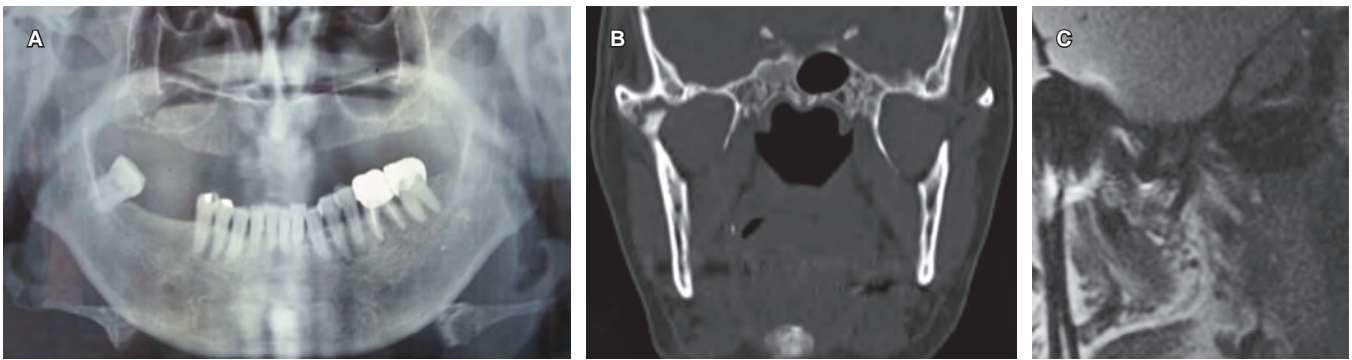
Estudios de imagen donde se identifica la anquilosis de articulación temporomandibular derecha. A) Ortopantomografía. B) Tomografía. C) Resonancia magnética en T1 con zonas hiperintensas sugerentes de anquilosis de articulación temporomandibular derecha.
